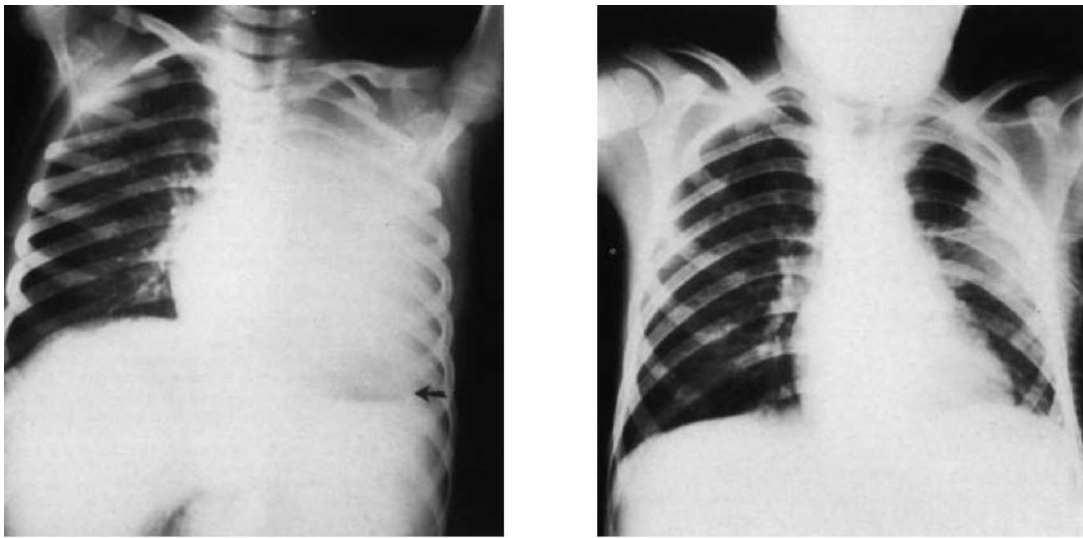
[277] : Pleurésie purulente gauche drainée au stade de cloisonnement. Radiographie standard de face après 12 jours de drainage : réexpansion progressive du poumon gauche.
